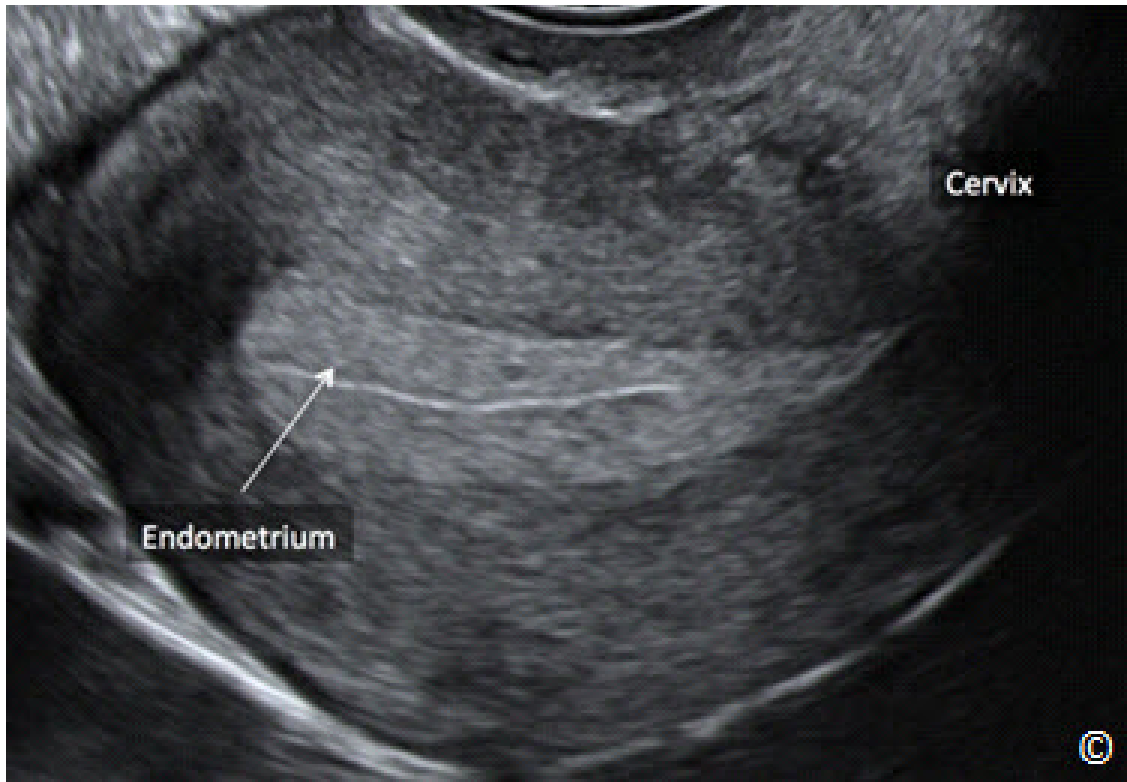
Ultrasonido transvaginal en una vista sagital del útero en la fase post-ovulatoria del ciclo menstrual. Obsérvese que el endometrio es uniformemente hiperecoico con la pérdida de la apariencia trilaminar (rotulado). El cérvix está etiquetado para orientación de la imagen. La imagen es cortesía del Dr. Bernard Benoit.
